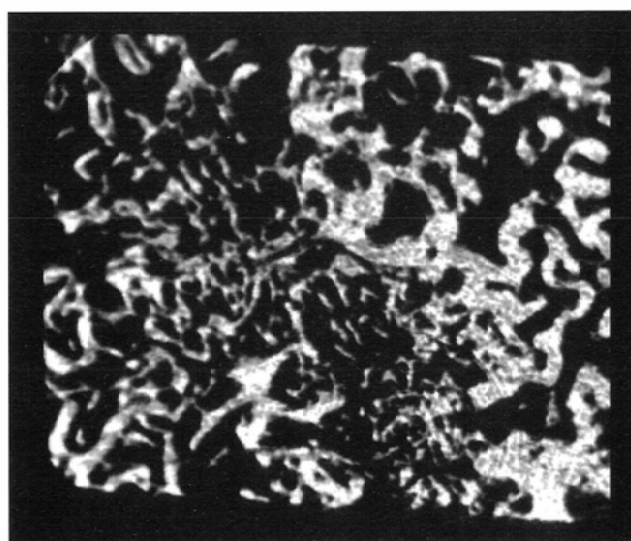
Grade 4. 2D image of trabecular bone sample from the prostate cancer patient obtained using micro-CT. The image shows sclerotic change as well as osteolytic change of trabecular bone.
